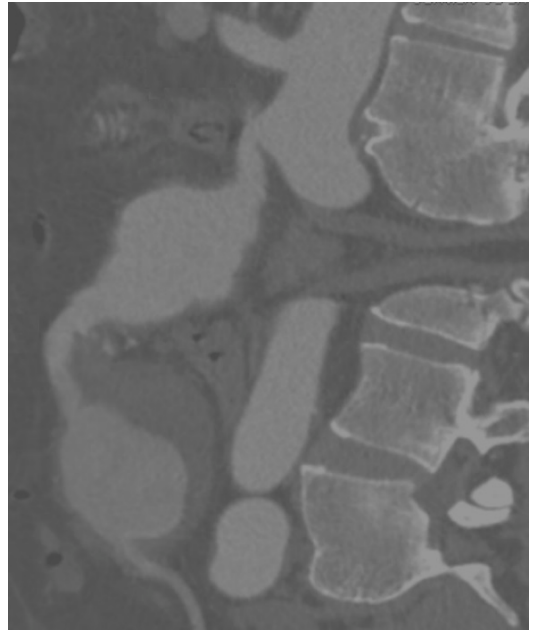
Angiotomografia em corte sagital evidenciando duplo aneurisma em artéria mesentérica superior.
